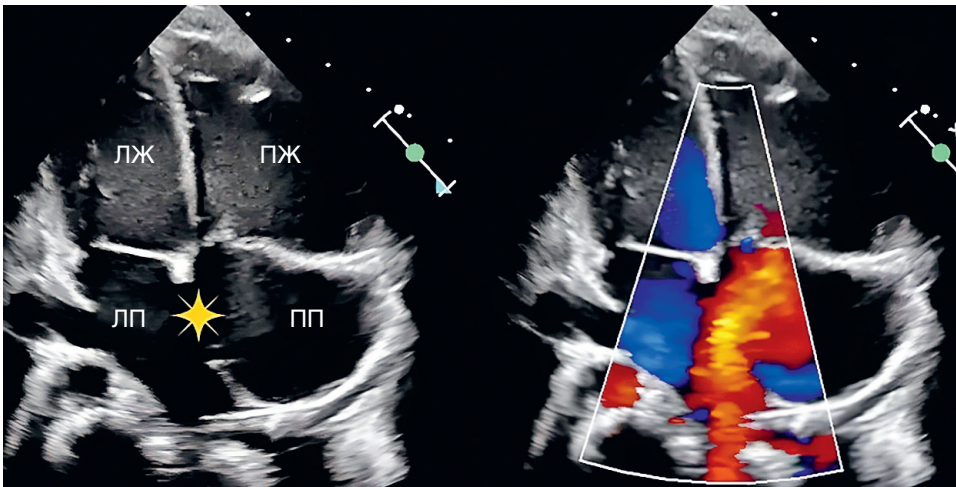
Эхокардиография из апикальной проекции четырех камер визуализируется вторичный ДМПП (звездочка). При цветовом доплеровском картировании визуализируется лево-правый сброс. Дилатация правых отделов сердца
